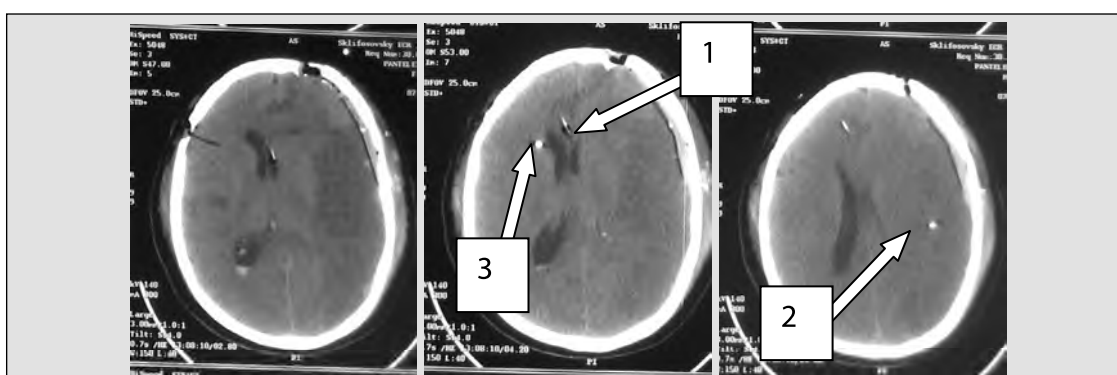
Компьютерная томограмма головного мозга больной с ишемическим ангиоспазмом вследствие субарахноидального кровоизлияния после разрыва артериальной аневризмы головного мозга. На аксиальных срезах выявляется обширная ишемия левого полушария головного мозга. Проводится мониторинг внутричерепного давления (положение датчика ВЧД указано стрелкой (1). Катетеры для тканевого микродиализа установлены в «пораженное» (2) и условно «интактное» (3) вещество мозга
